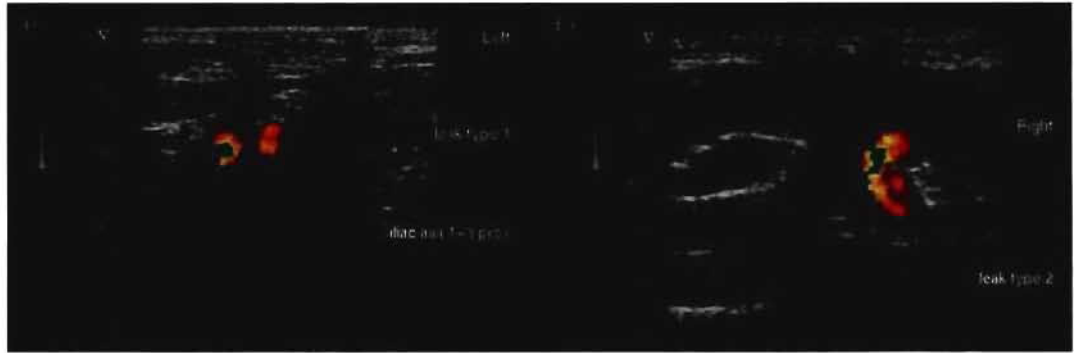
a) fuite de type I en échographie Doppler b) fuite de type II en échographie Doppler
